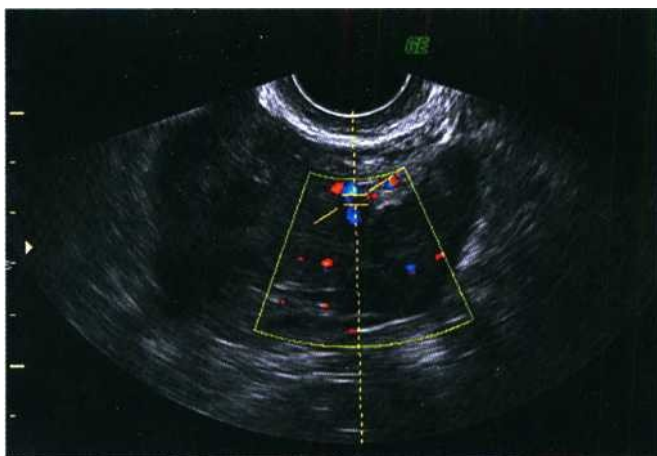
Текома яичника. УЗИ, ЦДК
